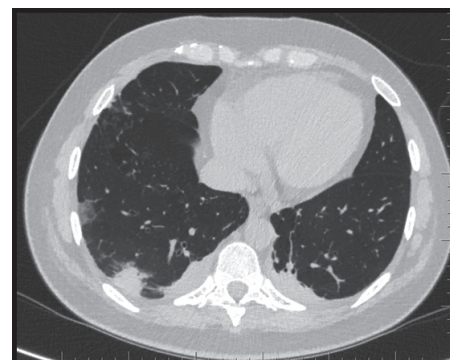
Компьютерная томография органов грудной клетки от 17.10.2020
